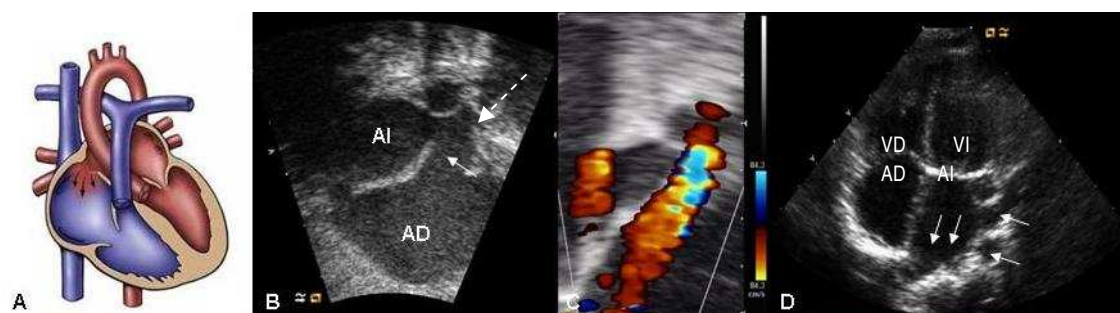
A. Localización de la CIA seno venoso superior en el TIA. B. ETT. Plano subcostal. CIA seno venoso (flecha continua), en la desembocadura de la vena cava superior que acaba en el TIA (flecha discontinua). C. Flujo I-D a través de la CIA. D. Plano apical 4 cámaras que muestra el drenaje de las 4 venas pulmonares a la AI (flechas). AD: aurícula derecha, AI: aurícula izquierda, VD: ventrículo derecho, VI: ventrículo izquierdo.
